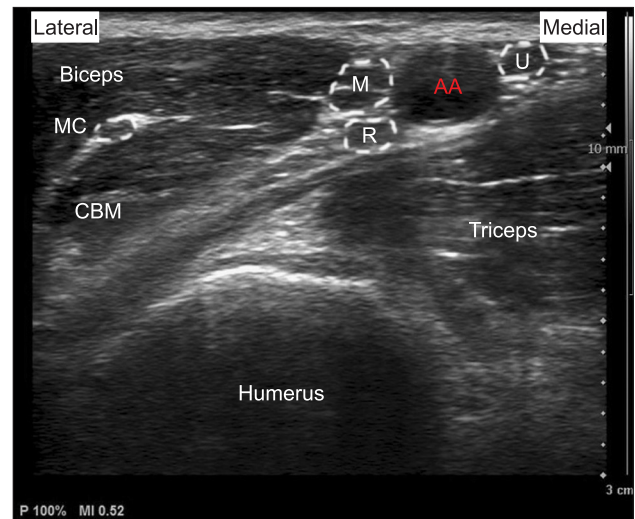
Ultrasound anatomy of the axilla. AA: axillary artery, CBM: coracobrachialis muscle, M: median nerve, MC: musculocutaneous nerve, R: radial nerve, U: ulnar nerve.
